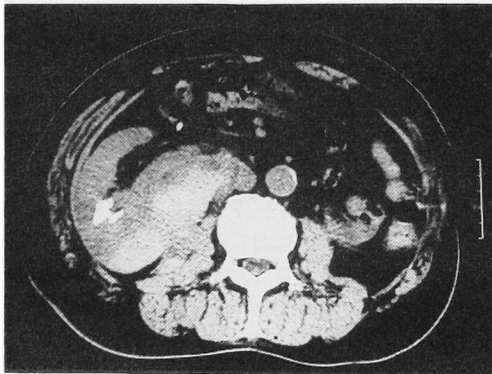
CT scan after ESWL
